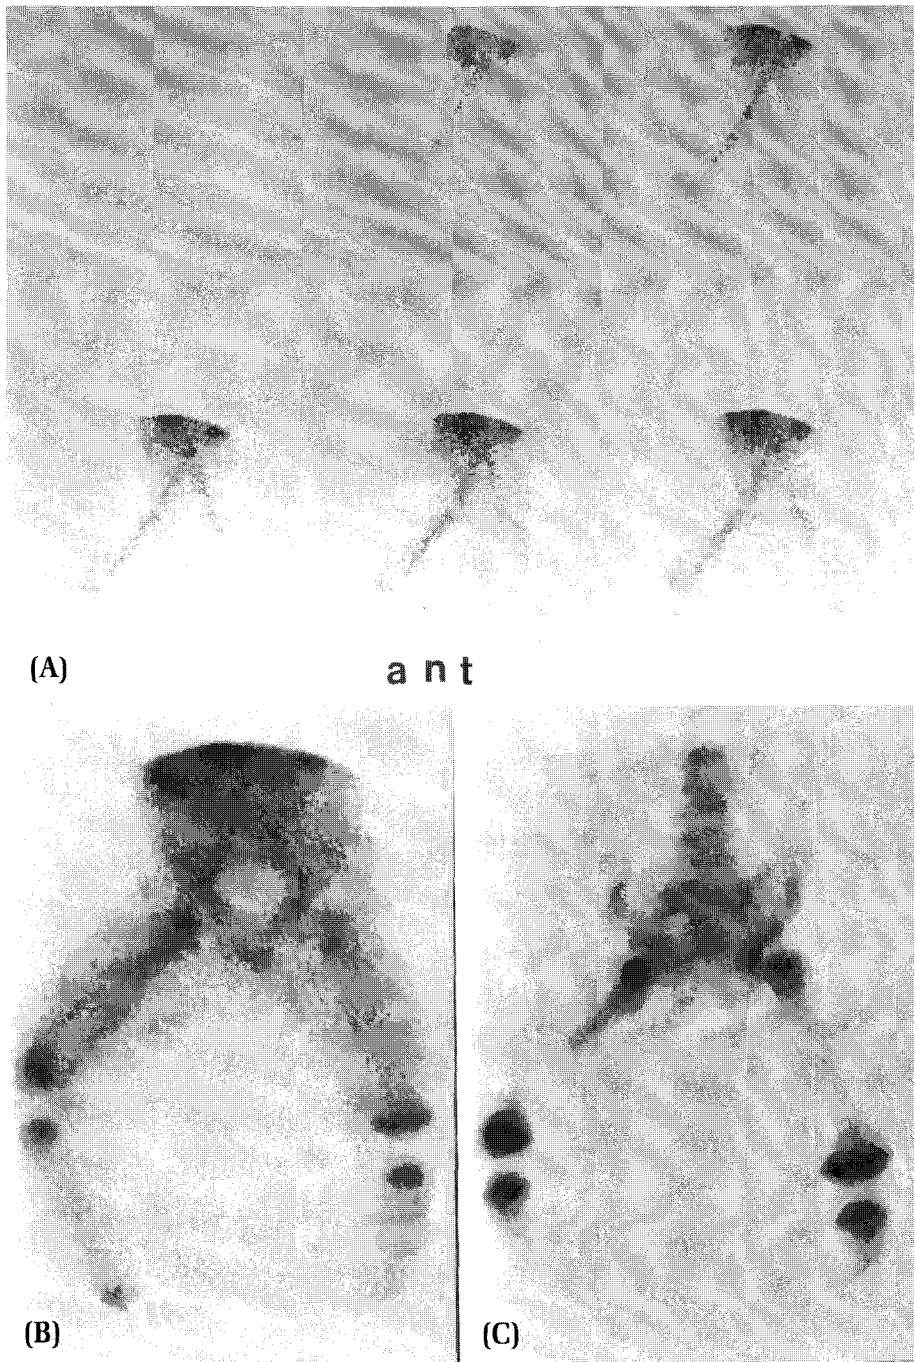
Three-phase bone scintigraphy on admission shows increased blood flow in the right thigh (A), increased blood pool activity with central photon-defect in the right distal femur (B). Delayed bone image reveals photon-defect lesion in the right distal femur (C).
